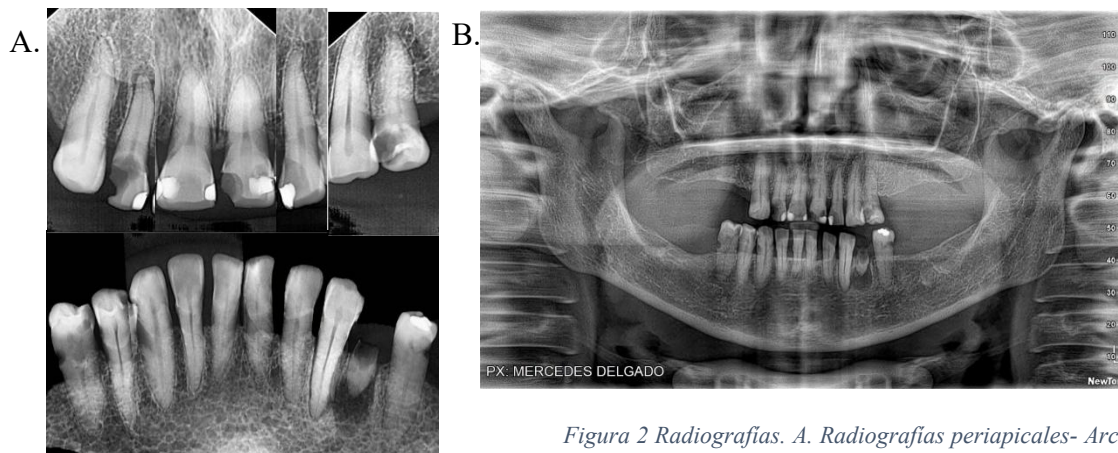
Radiografías. A. Radiografías periapicales- Arcada Superior – Arcada inferior. B. Radiografía Panorámica. Fuente: Mejía, 2025.
